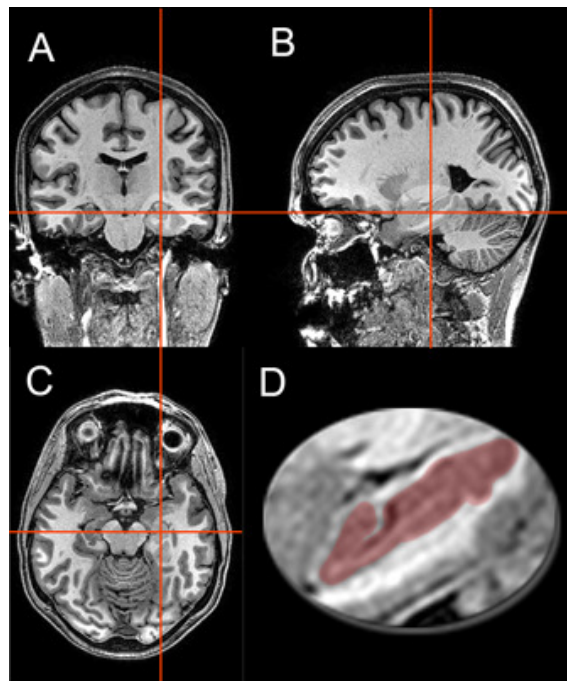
Localização do hipocampo em imagens de Ressonância Magnética: A - Corte Coronal, B - Corte Sagital, C - Corte Transversal, D - Hipocampo direito destacado e ampliado extraído da imagem B
